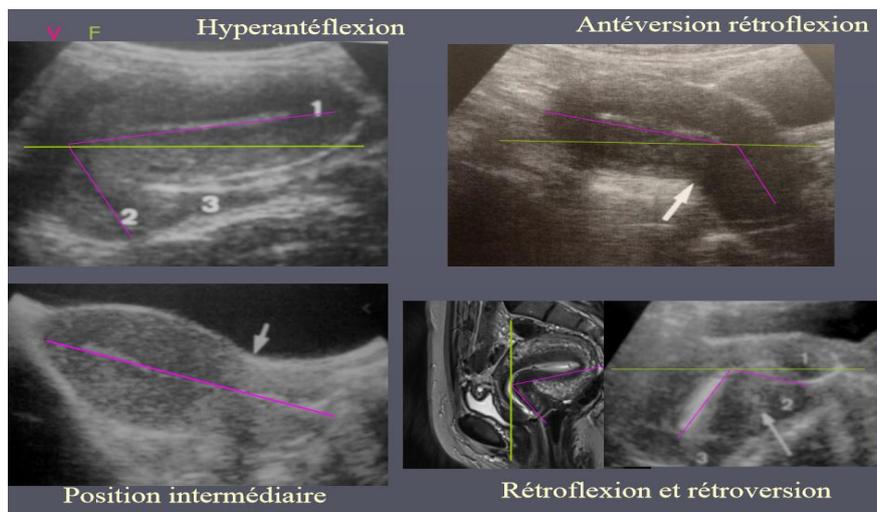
Coupe sagittale à l'échographie montrant les positions de l'utérus (flexion et version).
